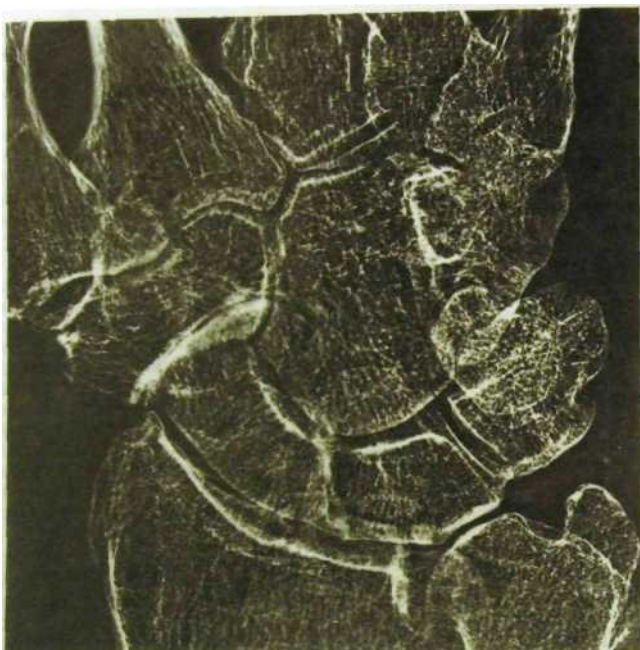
Рентгенограмма костей запястья с увеличением изображения.
